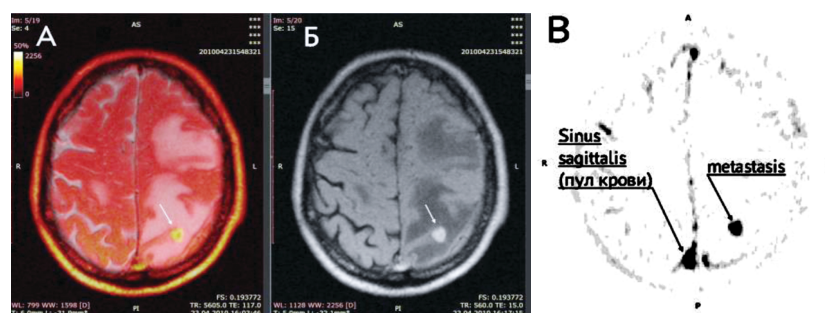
Сравнительная картина визуализации небольших размеров (12–14 мм) метастаза рака почки в головной мозг при использовании МРТ с парамагнитным контрастным усилением Мп-глюкоконом (А, Б) и ОФЭКТ с ^{99m}Tc -глюкоконом (В). А – совмещенное изображение T_2 -ВИ МРТ и T_1 -ВИ с контрастным усилением. Очаговое метастатическое накопление контраста-парамагнетика отмечено стрелкой. За счет совмещения с T_2 -ВИ также хорошо видны обширные зоны перитуморального отека в окружении метастатического очага. Б – T_1 -ВИ МРТ с контрастным усилением. Очаговое интенсивное метастатическое накопление парамагнетика хорошо видно, отмечено стрелкой. В – на аксиальном ОФЭКТ – томосрезах головного мозга отмечены всего лишь два очага повышенного накопления ^{99m}Tc -глюкоконата: метастатический опухолевый очаг, в той же локализации, что и при МРТ с марганцевым комплексом глюкоконата (на рис. 7Б), и остаточная активность пула циркулирующей крови, в просвете сагиттального синуса (подписано и отмечено соответствующей стрелкой)
